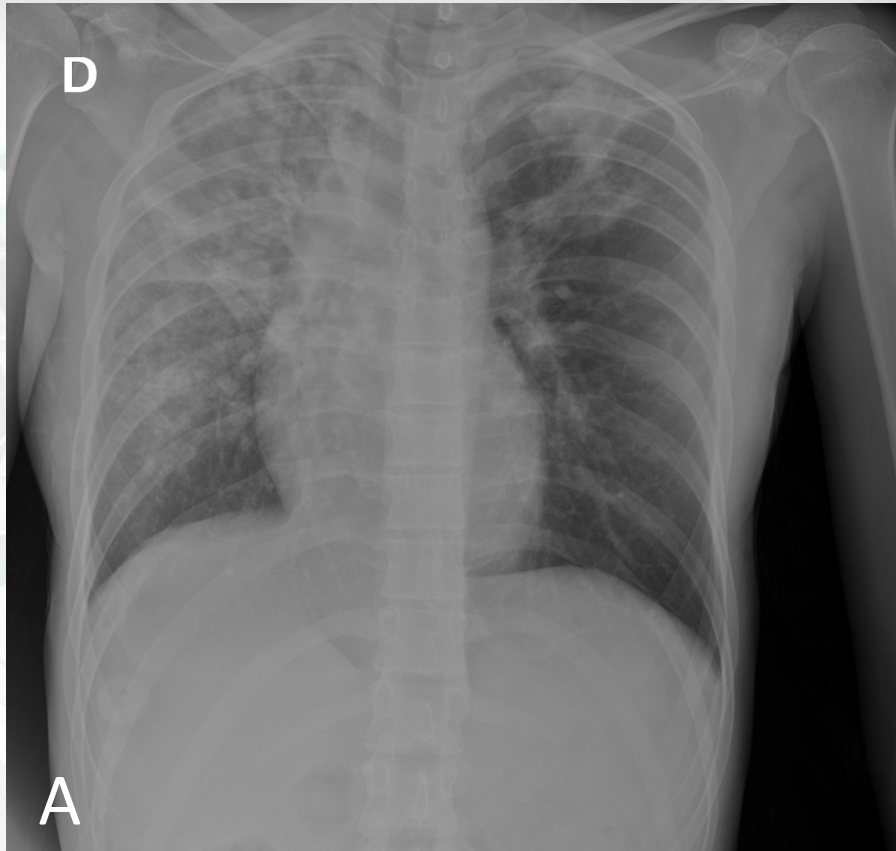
Misma paciente de la Fig 5 . A) Radiografía de tórax en proyección posteroanterior: extensos infiltrados alveolares confluentes de predominio en lóbulos superiores, sugestivos de tuberculosis pulmonar, en el contexto clínico. B) TC de tórax (cortes axiales) de la misma paciente, para mejor caracterización de los hallazgos descritos.
